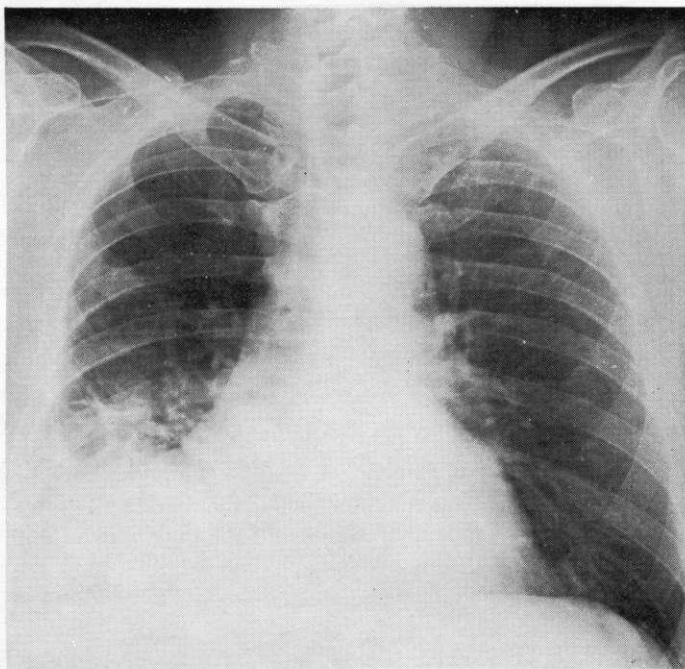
Radiografia standard del torace eseguita 30 giorni dopo l'intervento che mette in evidenza la buona riespansione del polmone destro, l'assenza di livelli idroaerei e di sacche.
